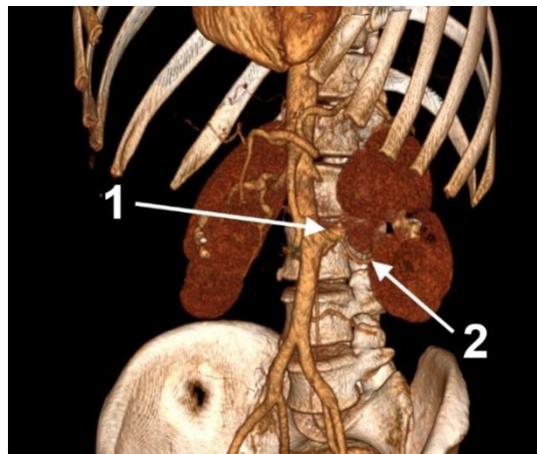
Контрольная компьютерная томография, 3D-реконструкция: 1 — почечная артерия; 2 — добавочная артерия, имплантированная в основную почечную артерию
